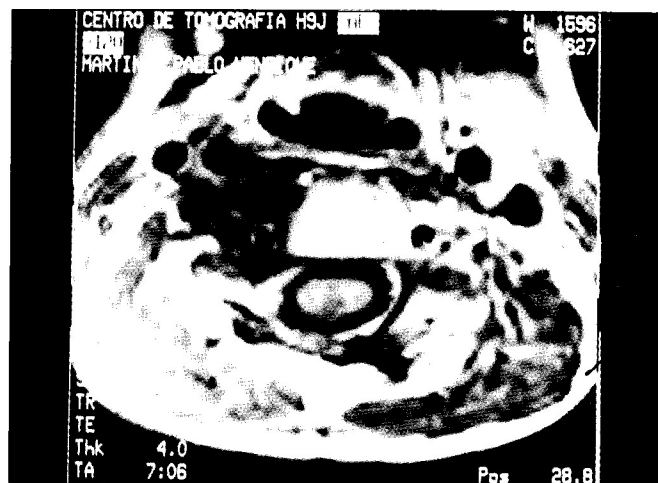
Tomografia computadorizada do caso número 3 mostrando recidiva tumoral a nível de C3-C5 sem comprometimento intraqueano.
